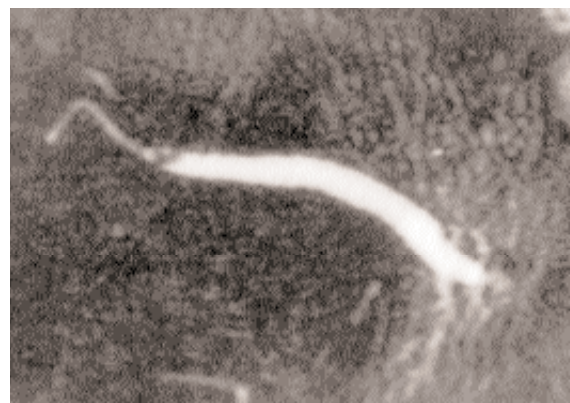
Scialo-RM parotidea: dilatazione del dotto di Stenone con calcolosi localizzata in prossimità dello sbocco nella cavità orale.
